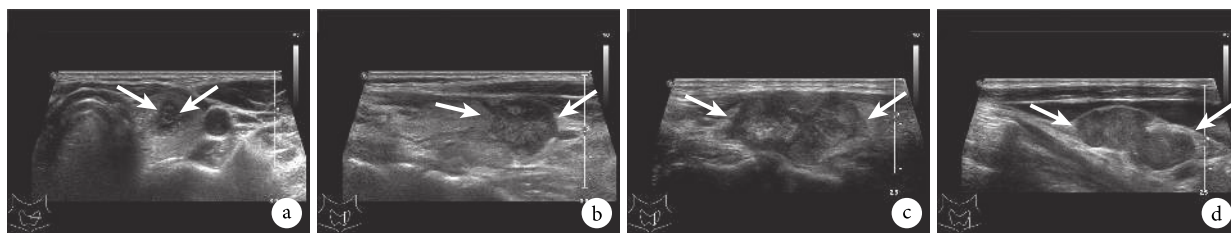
示不同初治甲状腺乳头状癌复发危险分层的超声声像图
